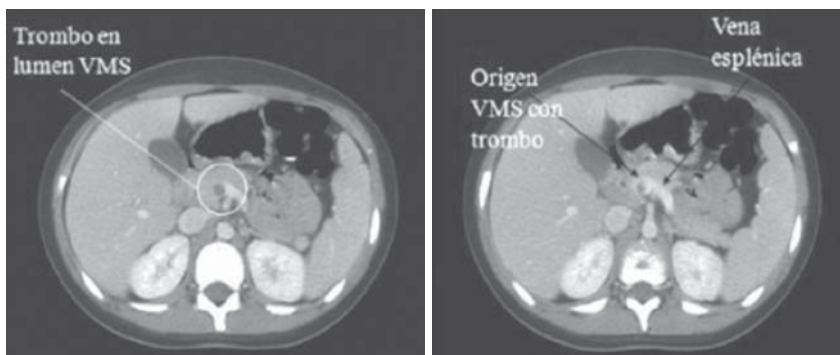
Tomografía computarizada abdominal que muestra la presencia de un trombo en la vena mesentérica superior (VMS) (flechas).
